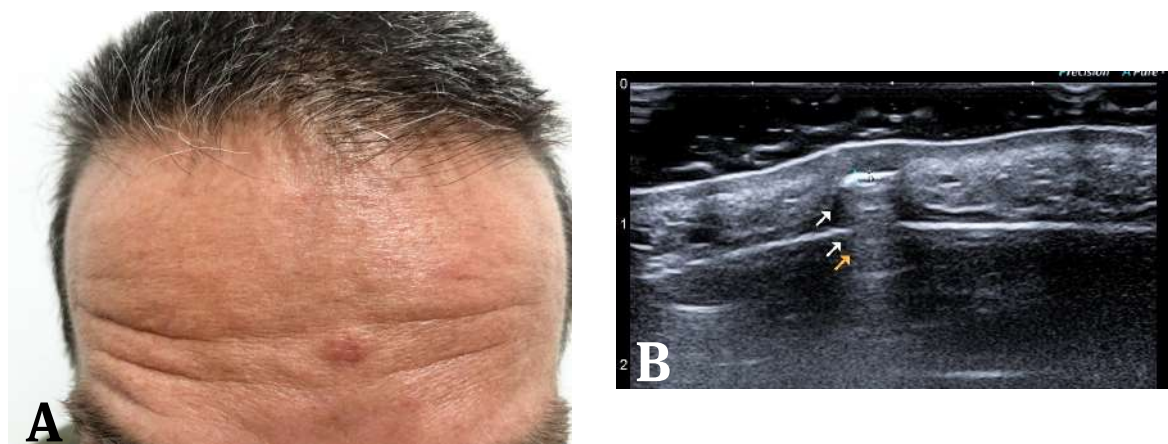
A) Lesión en la frente por trauma con una puerta de vidrio. B) Ultrasonido en corte axial: cuerpo extraño lineal, delimitado por los cursores electrónicos de calibración, con artefacto de reverberación característico del vidrio; las flechas indican el artefacto.
